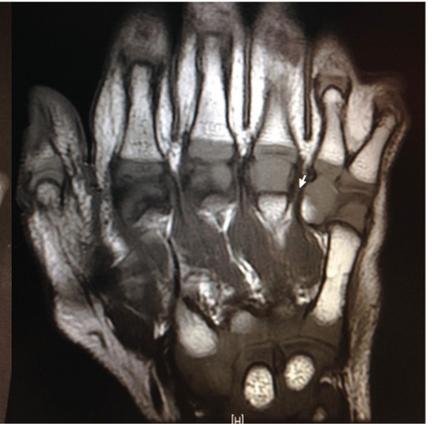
RMN preoperatoria.
